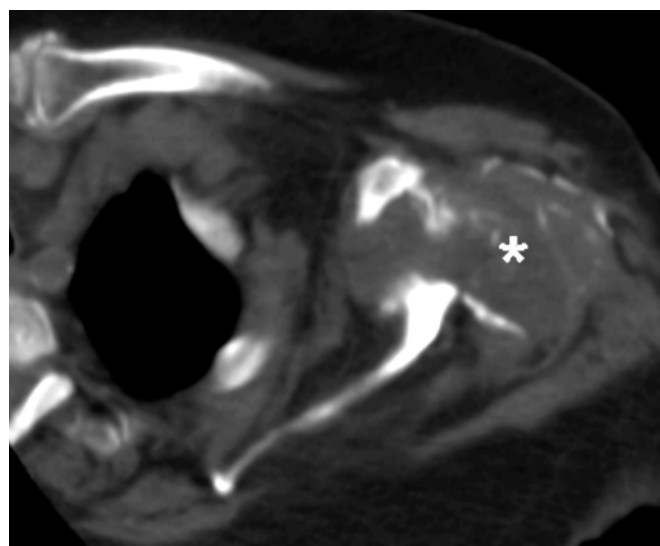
Imagen de la TAC (corte transversal) que confirma la luxación glenohumeral y la masa esférica calcificada con remodelación ósea de la articulación acromioclavicular y de la glenoides (asterisco).
